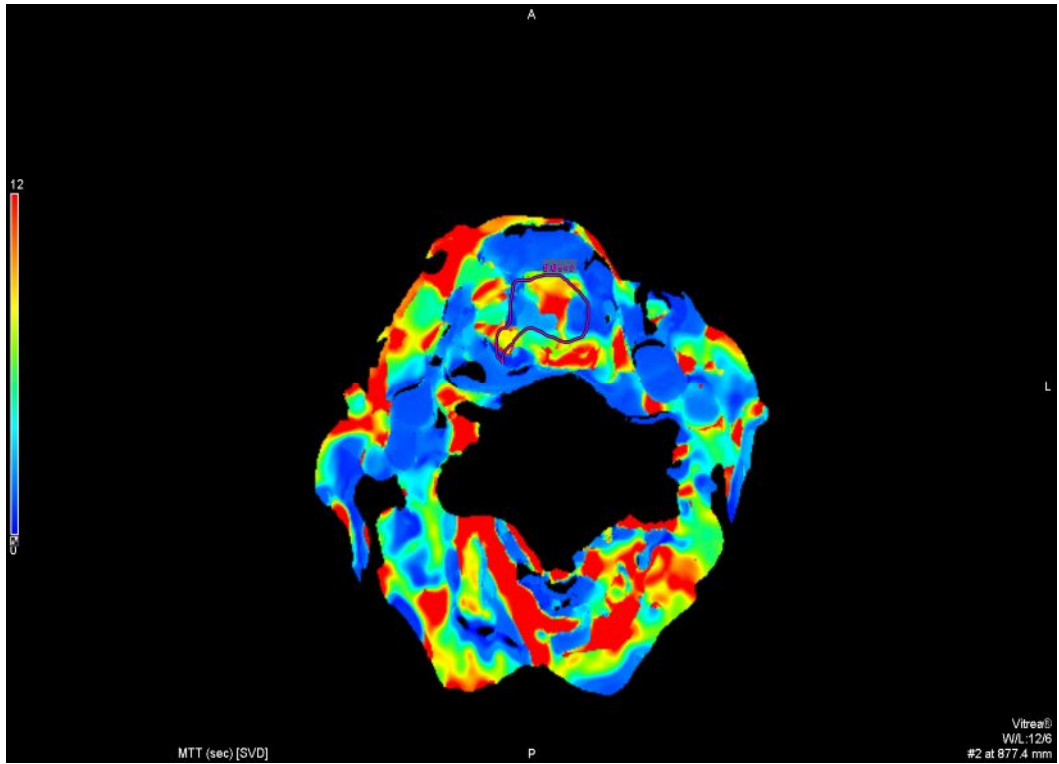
BT Perfüzyon Çalışmaları: A.Tümörün etrafındaki çerçeve
